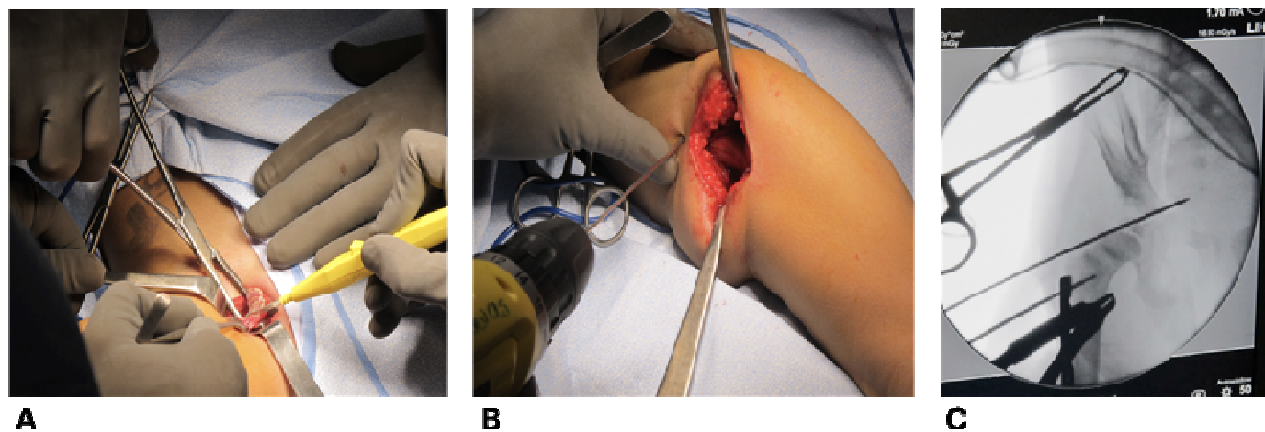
Imágenes de cirugía, 21 de mayo de 2016. En la imagen A) tenotomía de los aductores; B) son insertadas las agujas de Kirschner mediante un taladro inalámbrico de 12 volts; C) en la radiografía se puede observar la posición de las agujas, las cuales sirven como referencia para centrar la cabeza femoral
